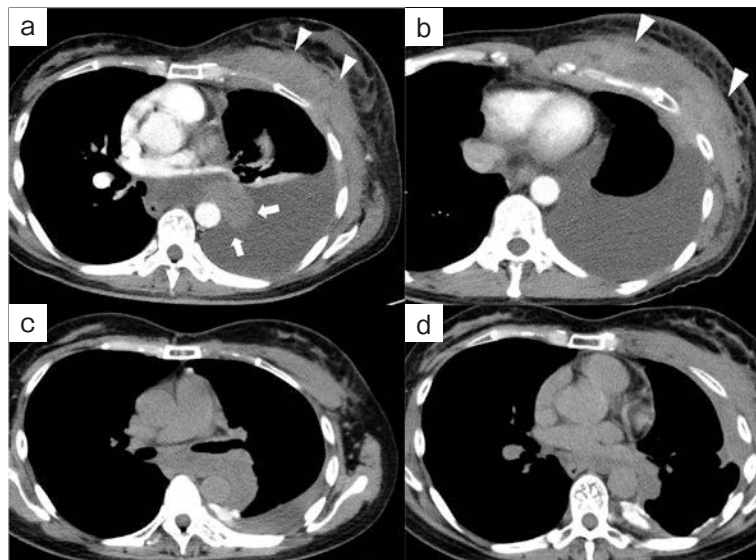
Contrast-enhanced chest computed tomography (CT) findings. (a, b) Chest CT findings on admission to our hospital showed massive left pleural effusion, mass lesions in the thoracic cavity (arrows), and prominent chest wall swelling (arrowheads). (c, d) Chest CT findings after 6 courses of chemotherapy including cisplatin plus pemetrexed showed improvement in the mass lesion in the thoracic cavity and chest wall swelling.
